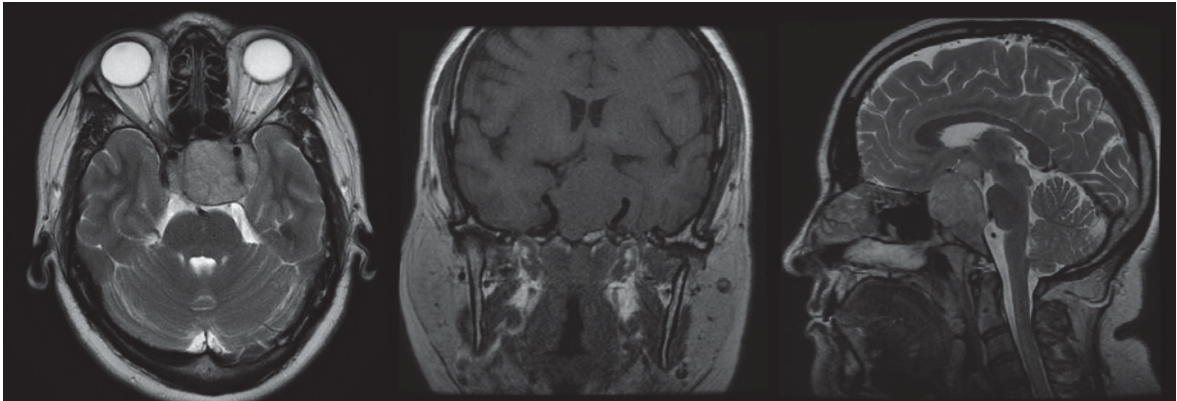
МРТ головного мозга: эндо-супра-латеро (D, S)селлярная аденома гипофиза
